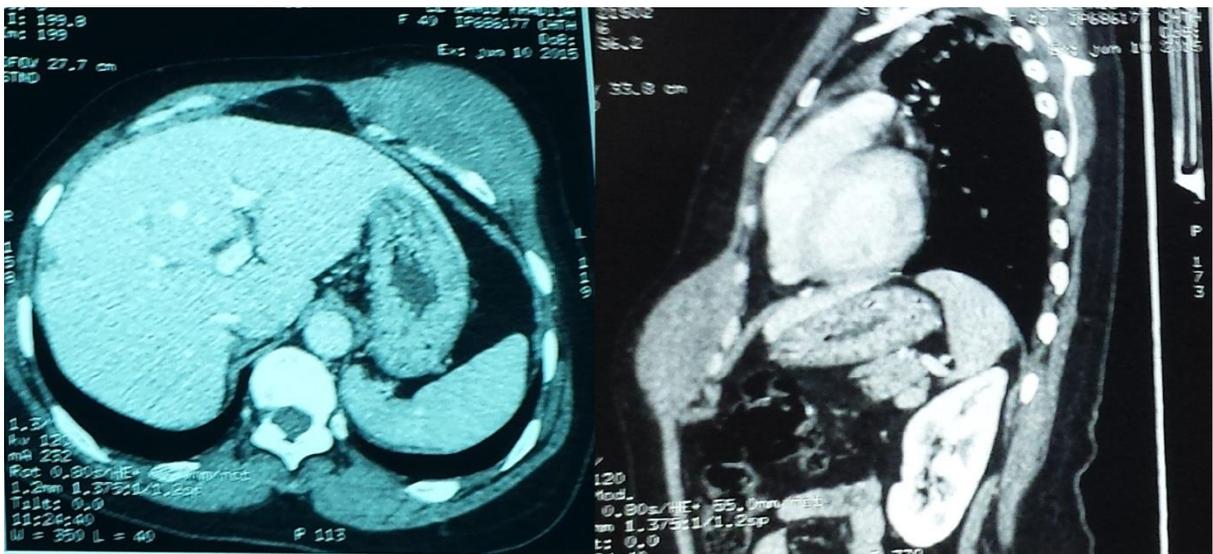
TDM thoracique en coupe transversale et sagittale objectivant une masse tissulaire pariétale thoraco-abdominale en regard du 10^{ème} EIC, faisant 89/48mm, avec lyse costale de la 9,10^{ème} cote, et envahissement tissulaire
